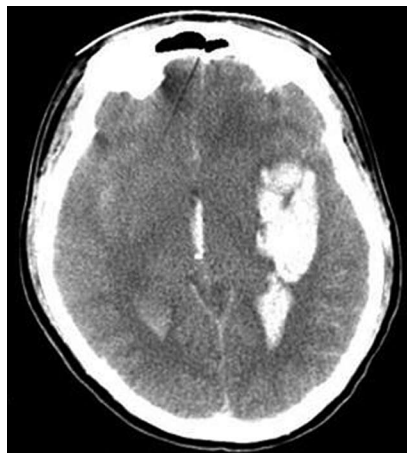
КТ, аксиальная проекция, через 12 ч от начала заболевания. Повторный разрыв крупной артериальной аневризмы левой СМА с образованием внутримозговой гематомы и прорывом крови в систему желудочков; отек мозга, дислокационный синдром.
